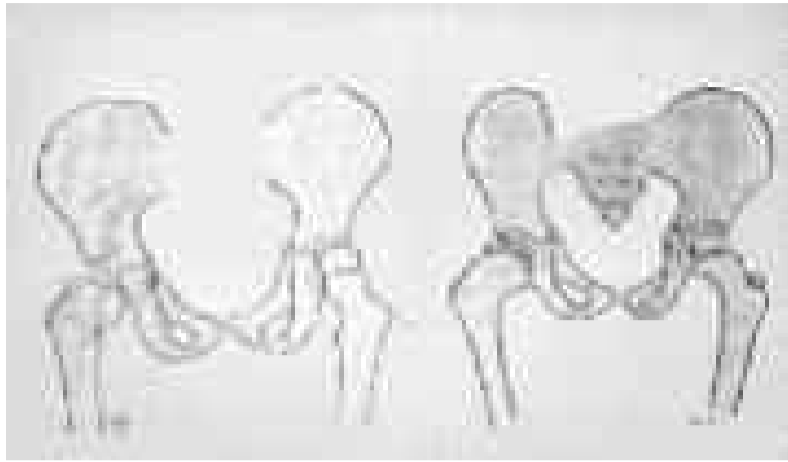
Dossier du jeune Emile : reproduction évolutive des radiographies.
